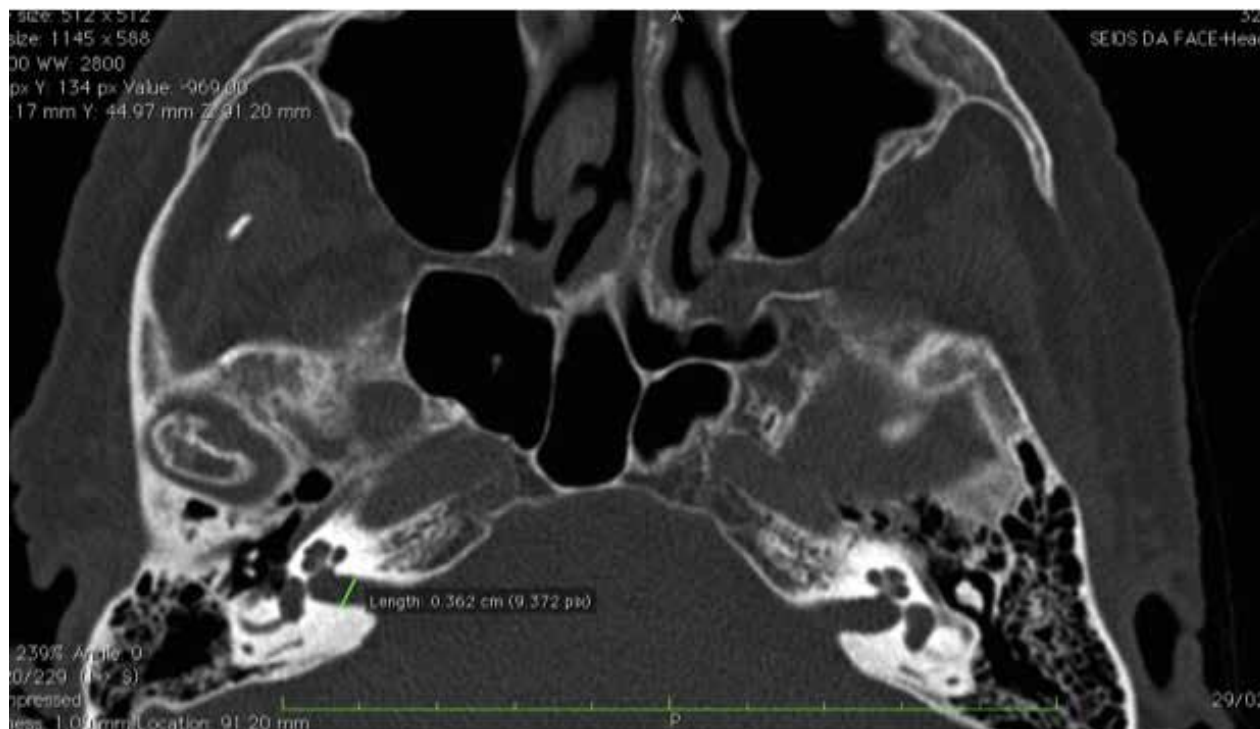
TC axial demonstrando medida do diâmetro do MAI direito.
